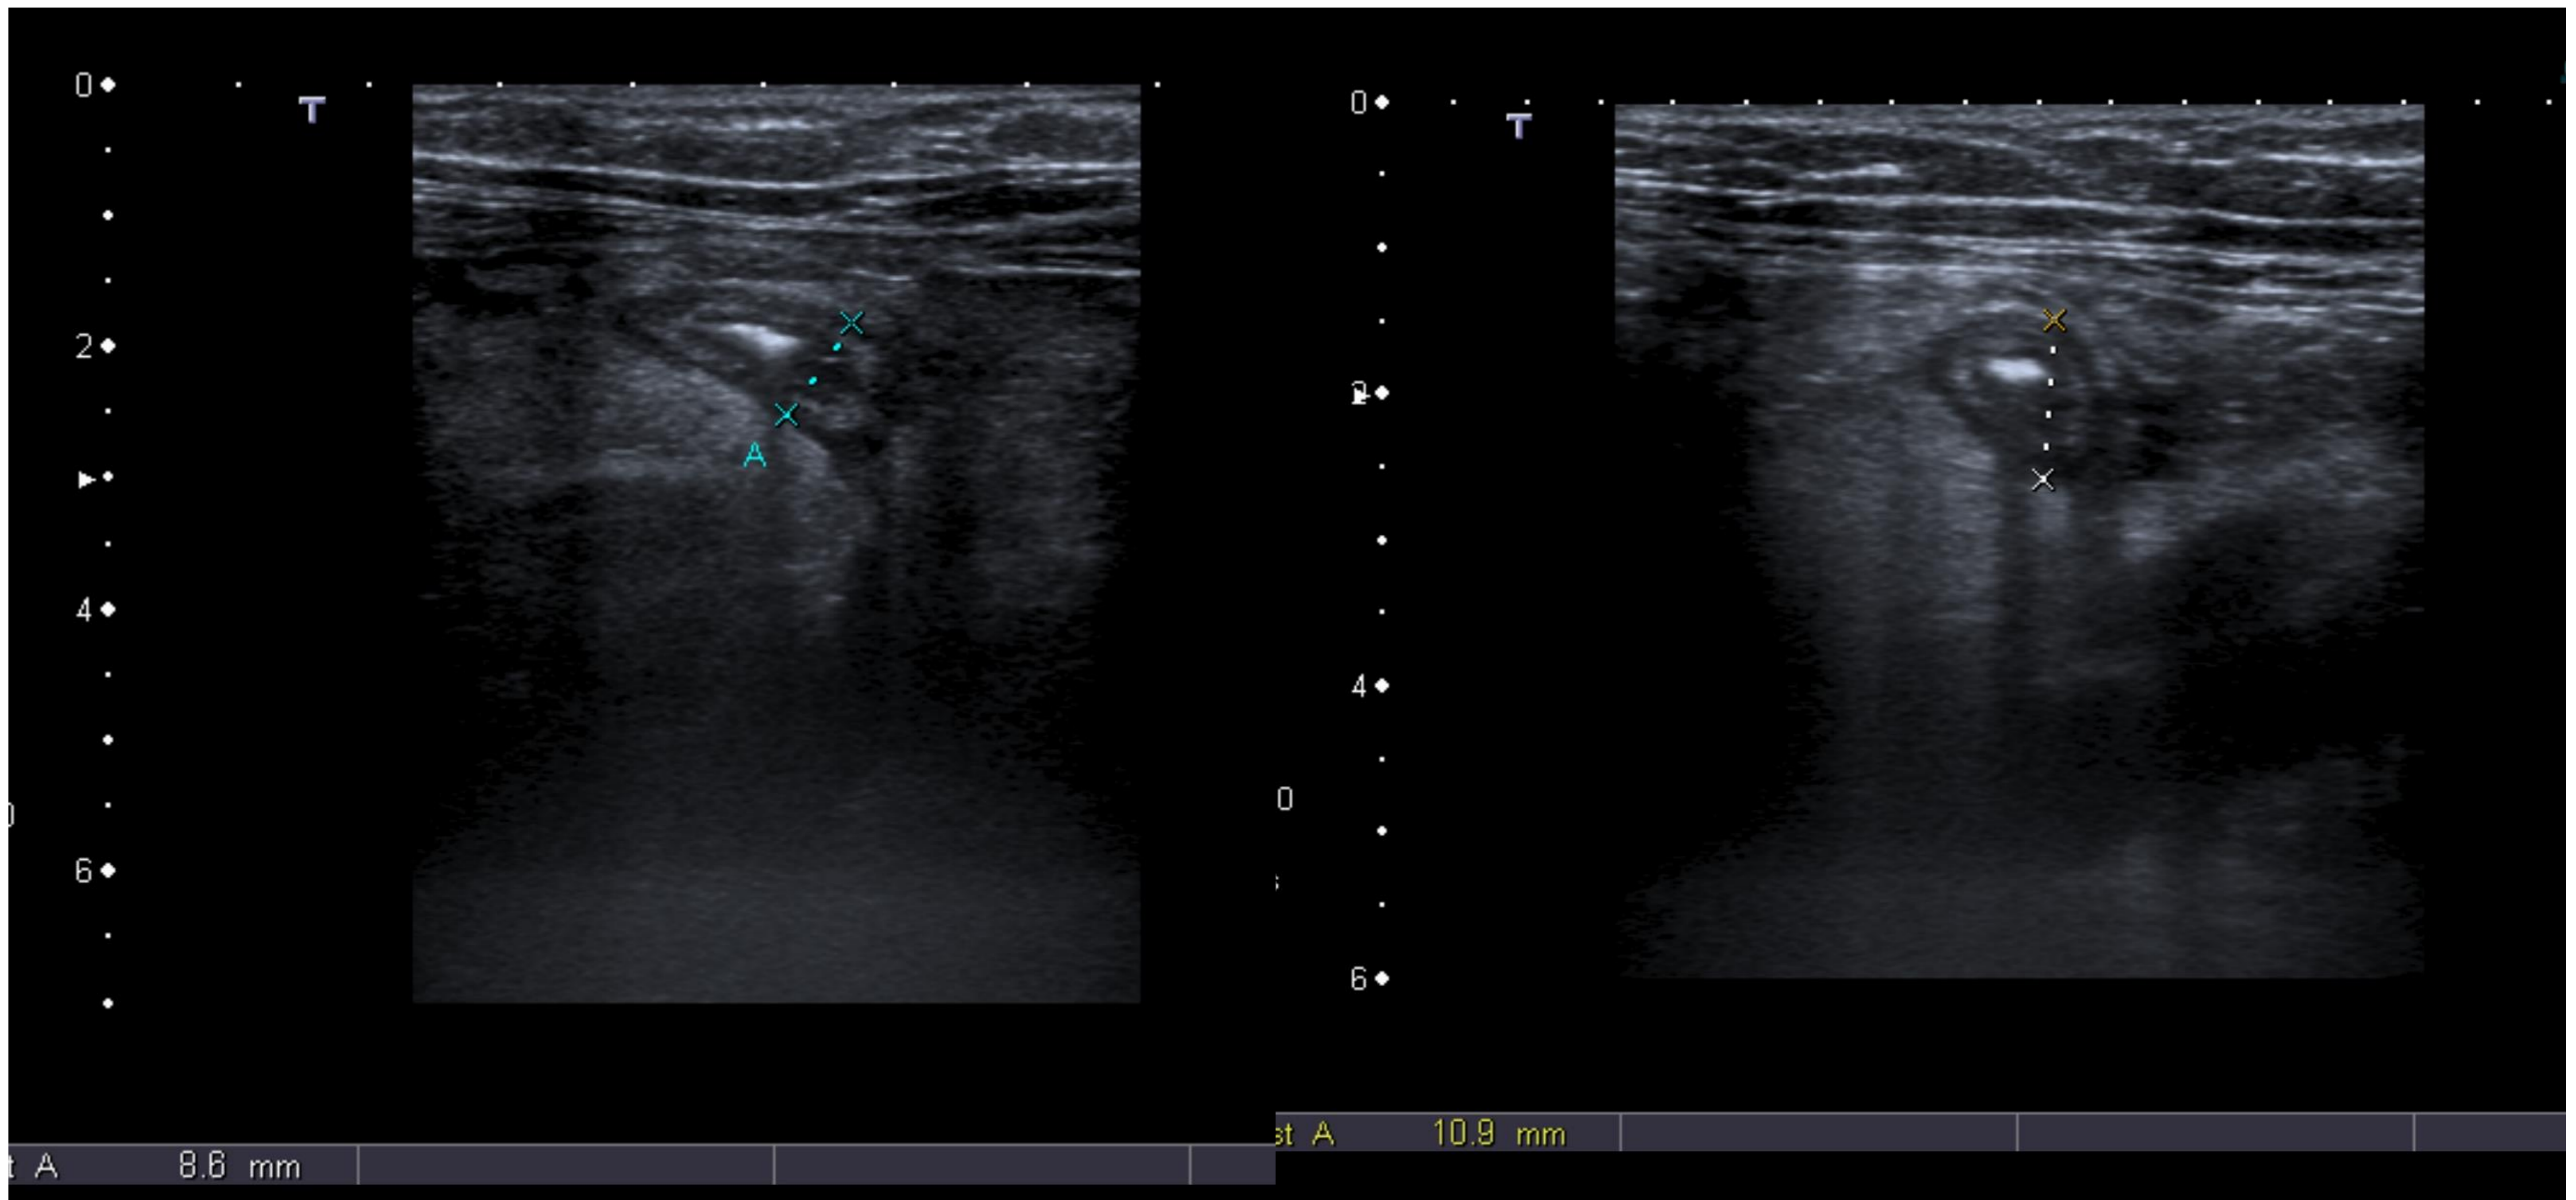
Ecografía en FID de apendicitis. Apéndice cecal engrosado. Se realiza apendicectomía y se detecta tumor carcinoide apendicular localizado en la mitad proximal de 2 mm de espesor.
